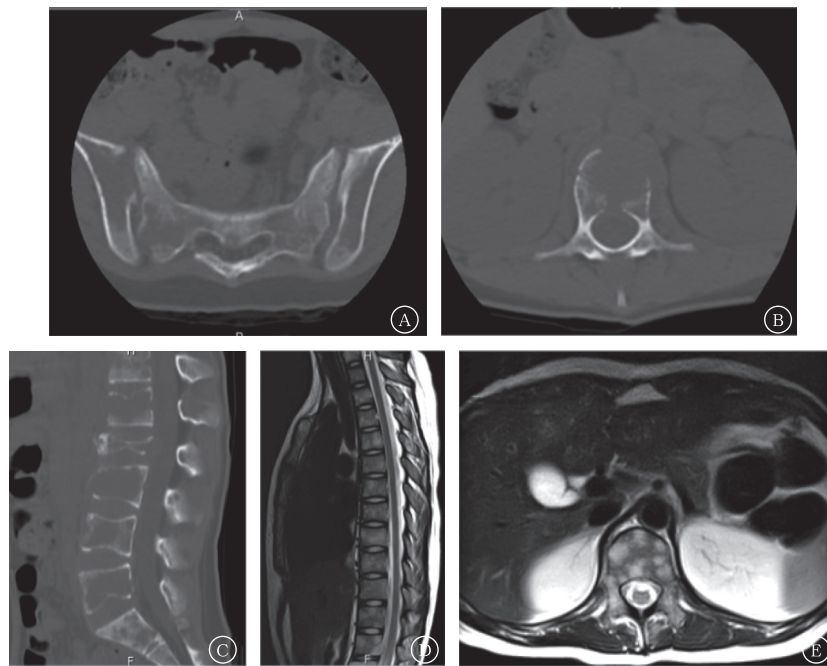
尤文肉瘤多发骨转移患者(女性, 11岁9个月)骨盆、胸腰椎的CT、MRI检查图 A为骨盆CT骨窗, 示双侧髂骨及骶骨多发骨质破坏; B为腰椎CT骨窗, 示L1椎体骨质破坏; C为腰椎矢状位骨窗, 示腰椎及骶骨多发骨质破坏; D为胸椎矢状位MRI, 示胸椎及部分腰椎多发长T2信号; E为腰椎横断位MRI, 示L1椎体多发长T2信号。CT为计算机体层摄影术; MRI为磁共振成像
